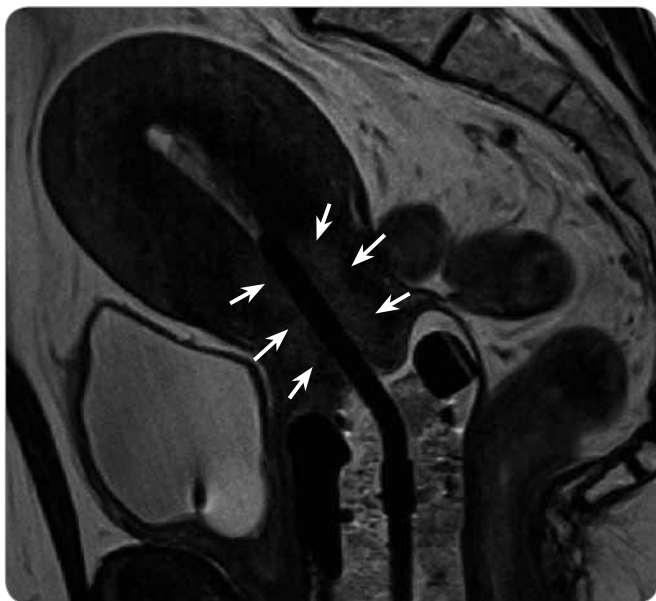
Uterovaginální aplikátor Vienna Ring MR-CT.
